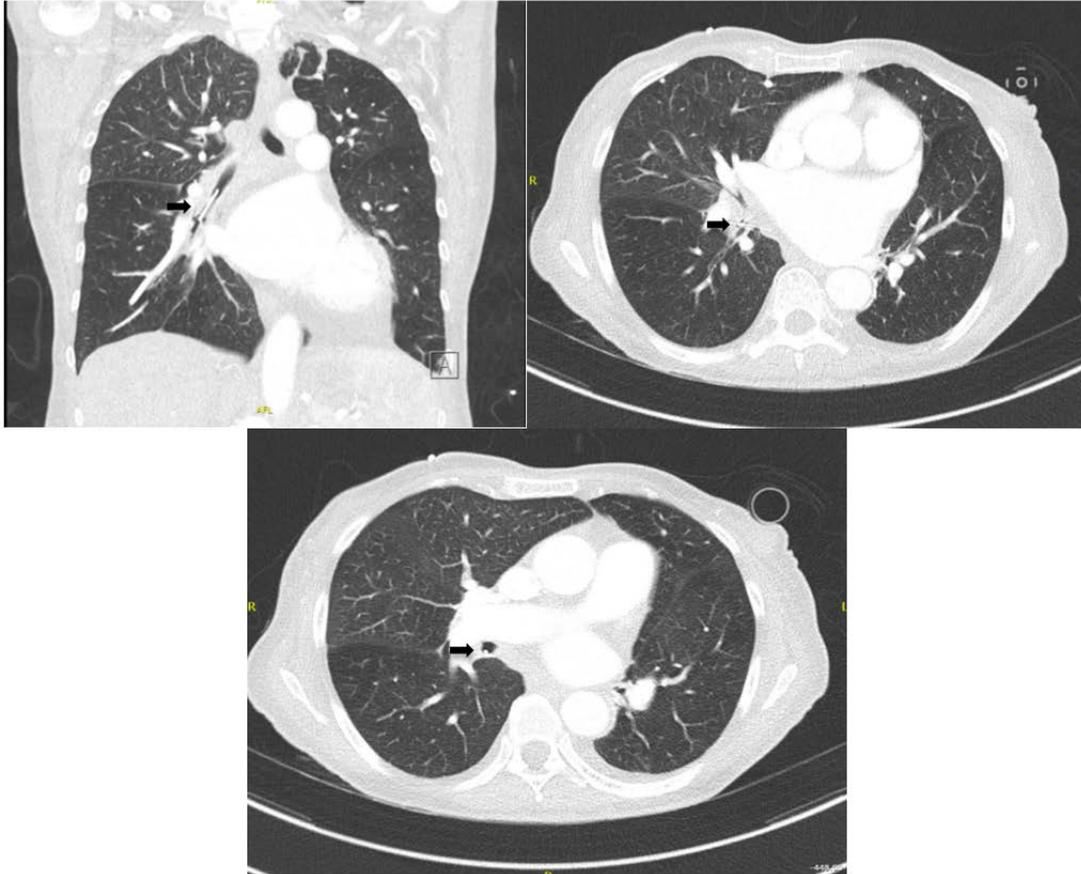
Tomografía computada de tórax. Se identifica en bronquio interlobar imagen que corresponde a cuerpo extraño ovalado, bien definida, densa, de 25x2 mm (flechas negras). Engrosamiento difuso de las paredes bronquiales para los lóbulos inferiores.
